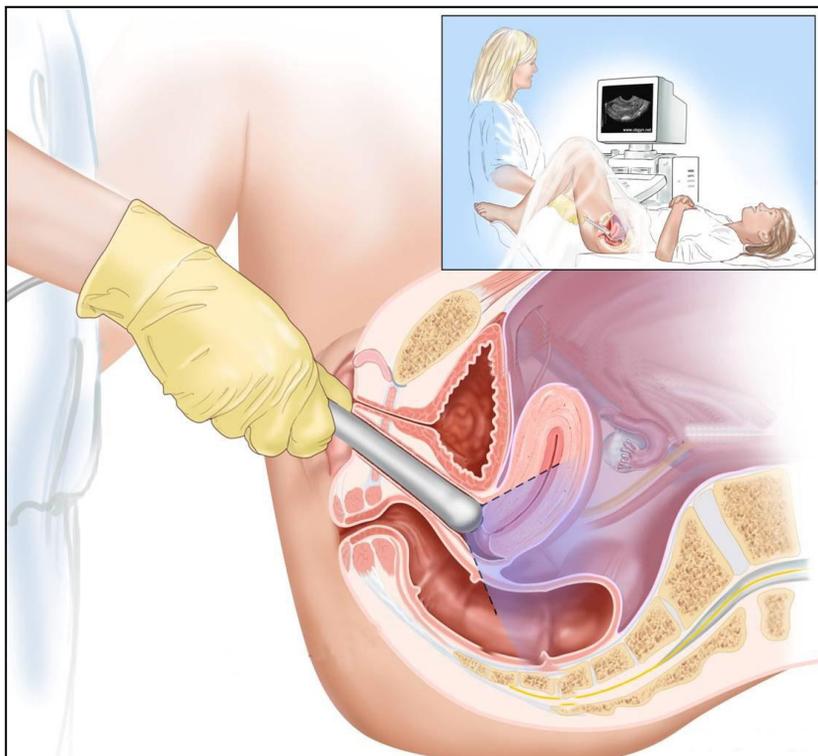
Monitoraggio ecografico
